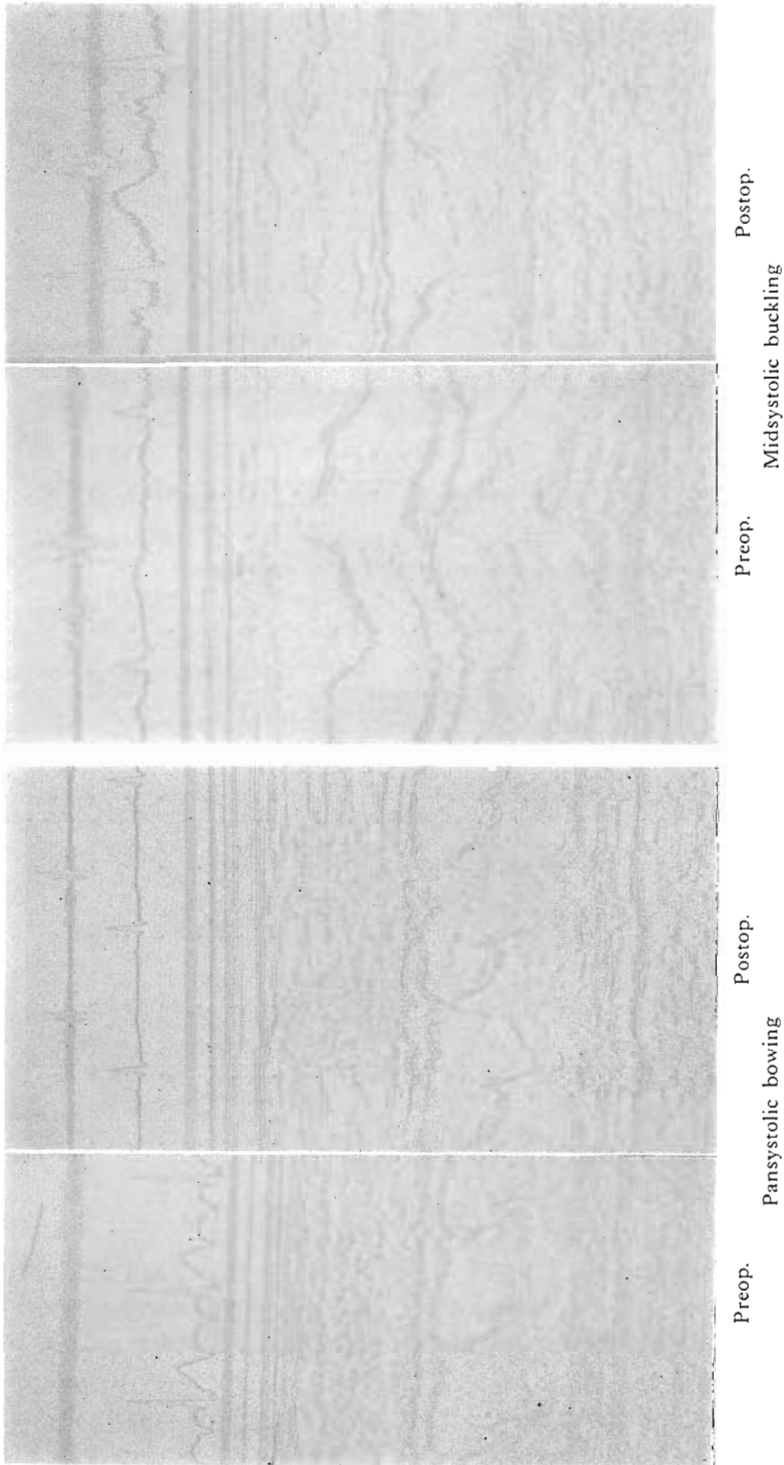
Mitral valve echocardiograms before and after the closure of atrial septal defect.
